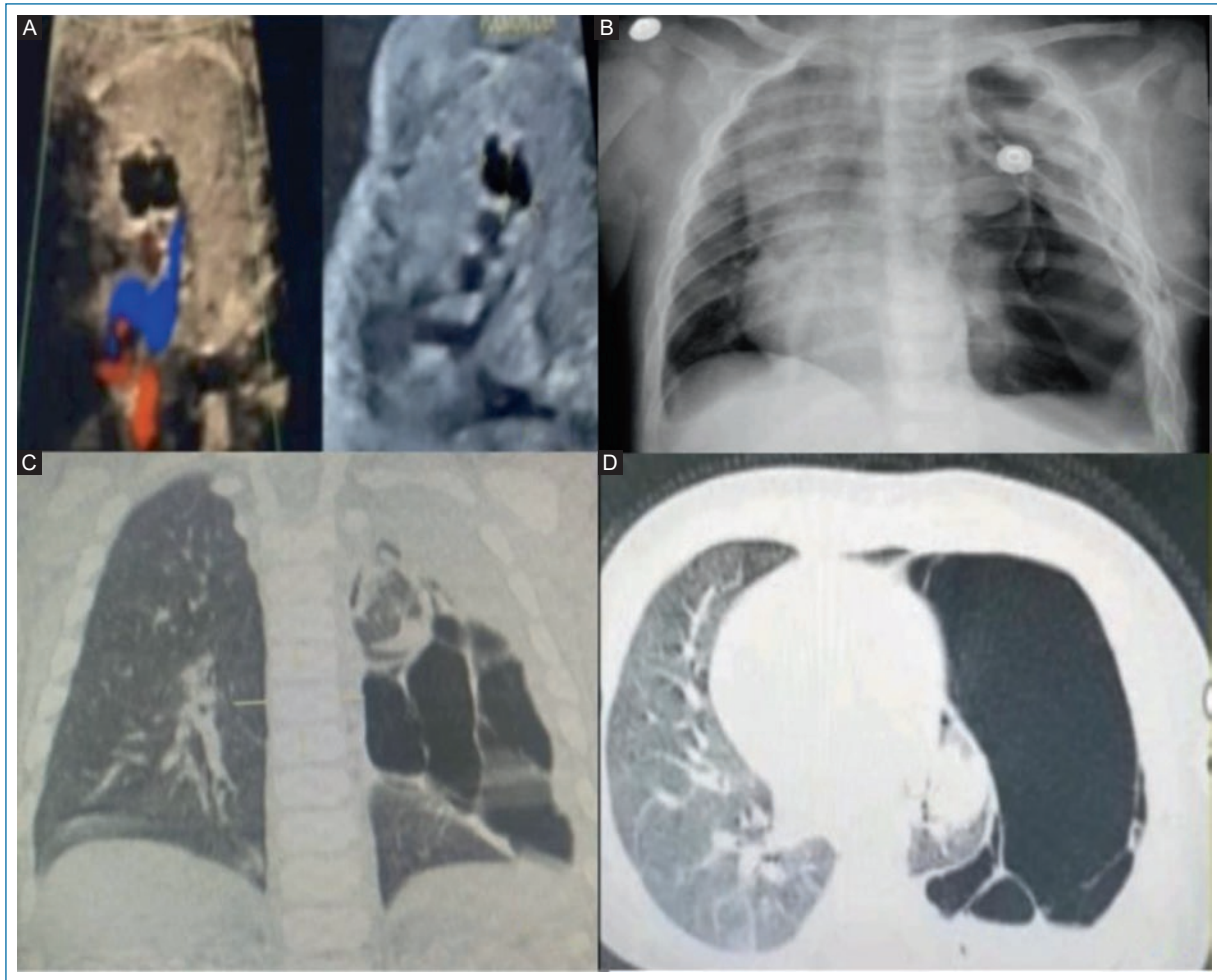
A: ultrasonido prenatal con masa pulmonar fetal mixta quístico-sólida a las 28 semanas de gestación. B: neumotórax izquierdo sintomático persistente a pesar del drenaje pleural a los siete meses de edad. C: tomografía torácica coronal con lesiones quísticas múltiples y apariencia de neumotórax septado. D: tomografía torácica axial con desviación mediastinal y colapso pulmonar secundario a lesiones quísticas múltiples hipertensas.
